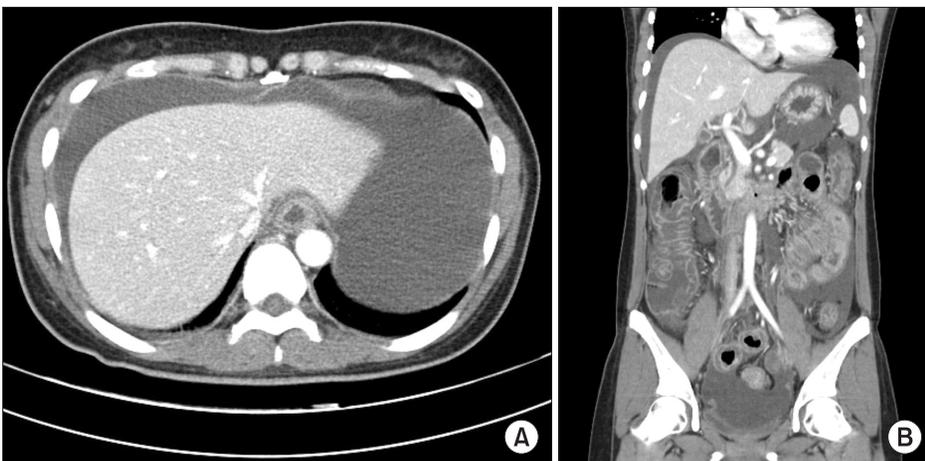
Abdominal and pelvic computed tomography, cross-sectional (A) and coronal (B) view. Computed tomography scans show massive ascites, diffuse mural thickening of stomach, and bowel loops.
